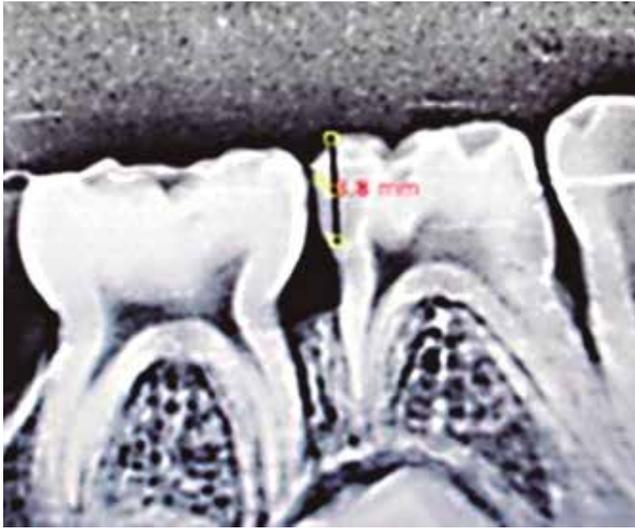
Radiografía postoperatoria de órgano dentario tratado con fresa de polímero (Smartburs®II) con la misma profundidad de 3.8 mm
